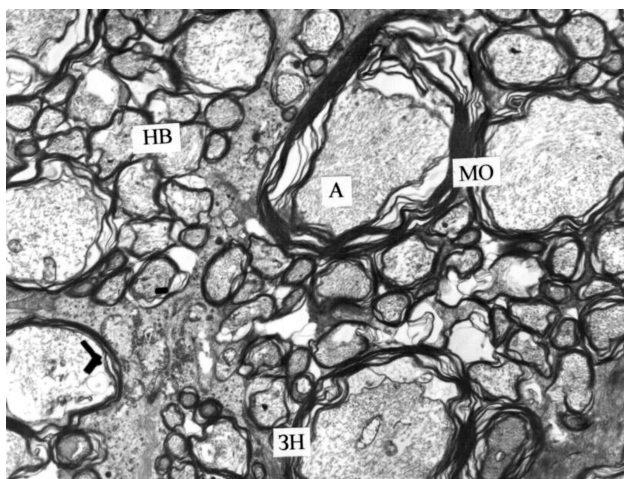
Ультраструктура аксонов зрительного нерва кролика через 2 месяца после моделирования контузии легкой степени. Выраженные нарушения ультраструктуры аксональных структур и оболочек зрительного нерва. Электронная микрофотография. X 4 000. Условные обозначения: А — аксон, НВ — нервное волокно, МО — миелиновая оболочка, ЗН — зрительный нерв.
